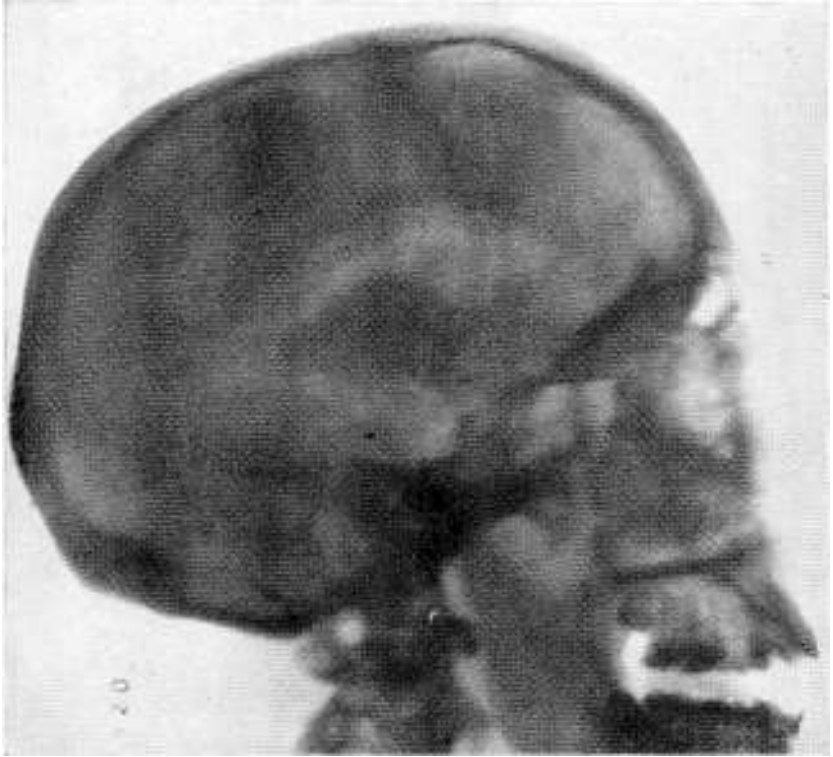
M. L. Obser. 2. Encefalografía por vía inf. occipital. Radiografía lateral. Se ven los ventrículos bien rellenos de aire y sin deformación, lo mismo que el espacio sub aracnoideo.
